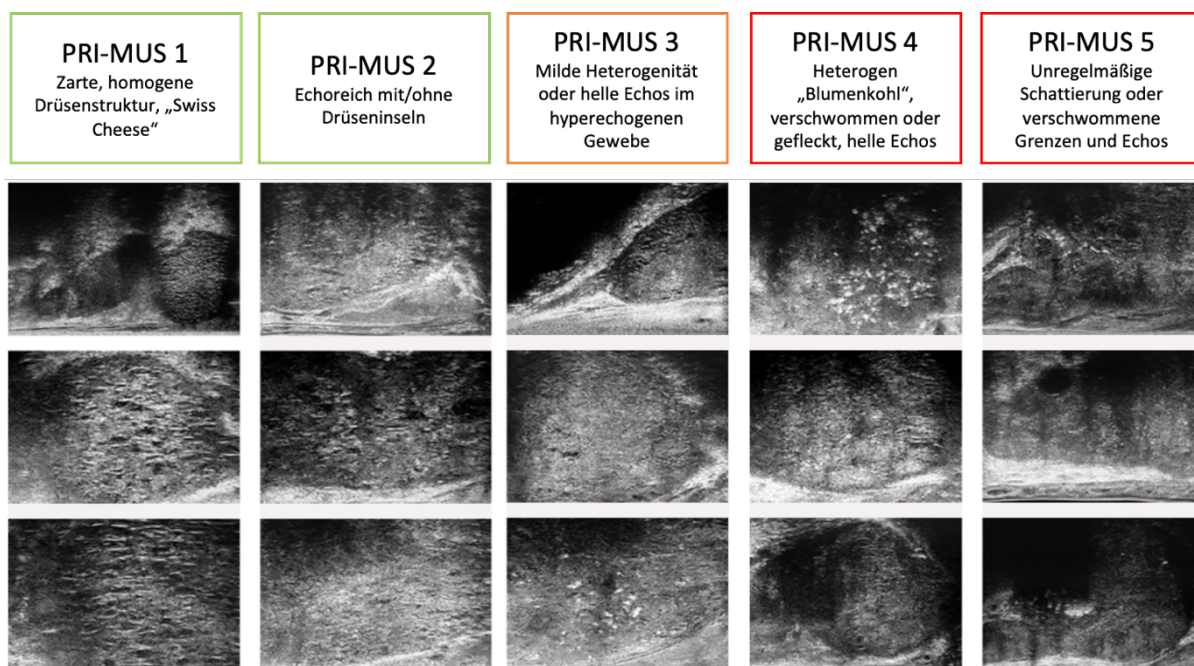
Die PRI-MUS Klassifikation ist ein Protokoll zur Identifizierung sonographischer Merkmale der Prostata unter Verwendung von Mikro-Ultraschall. PRI-MUS = prostate risk identification using micro-ultrasound. Modifiziert nach [34].
